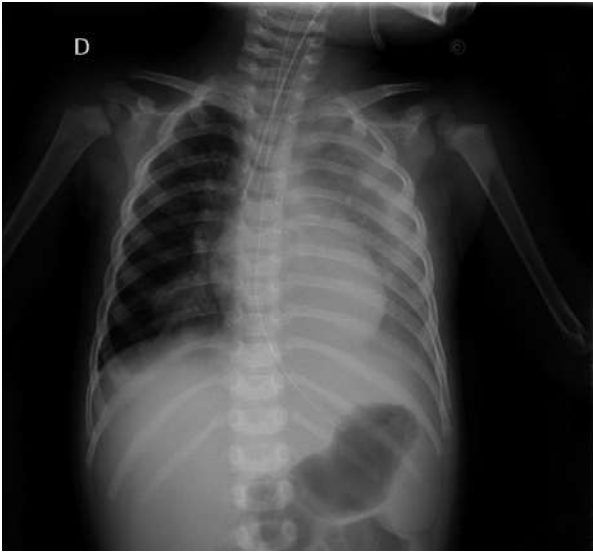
Radiografía AP de tórax: extensa neumonía bilateral (2/3 inferiores hemitórax izquierdo y basal derecho) con derrame pleural izquierdo (de 10 mm).
